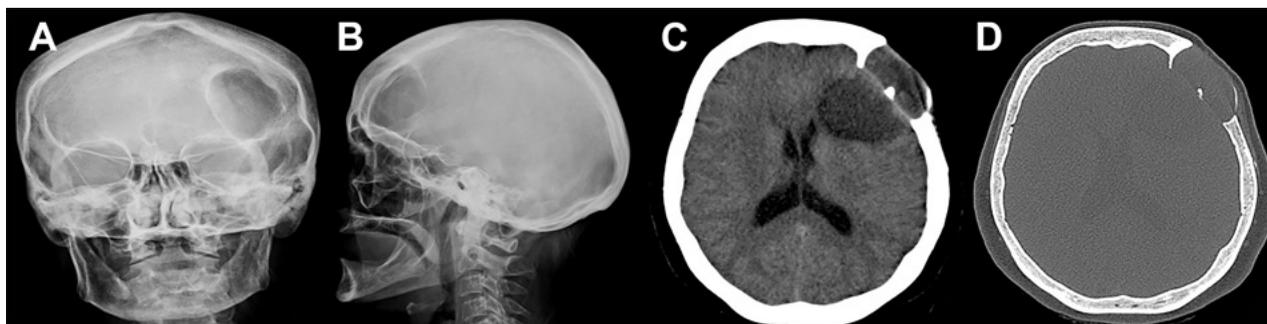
A) y B) Rx de cráneo frente y perfil. C) y D) TC de cerebro sin contraste endovenoso.
